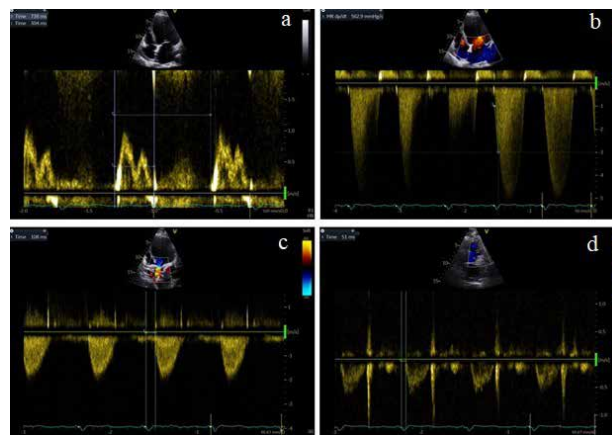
a. Doppler pulsat la nivelul valvei mitrale - durata umplerii ventriculului stâng, durata totală a ciclului cardiac; b. Doppler continuu la nivelul valvei mitrale - dp/dt = 560 mmHg/s; c. Doppler pulsat la nivelul valvei aortice - timpul de preejecție aortică; d. Doppler pulsat la nivelul valvei pulmonare - timpul de preejecție pulmonară.
